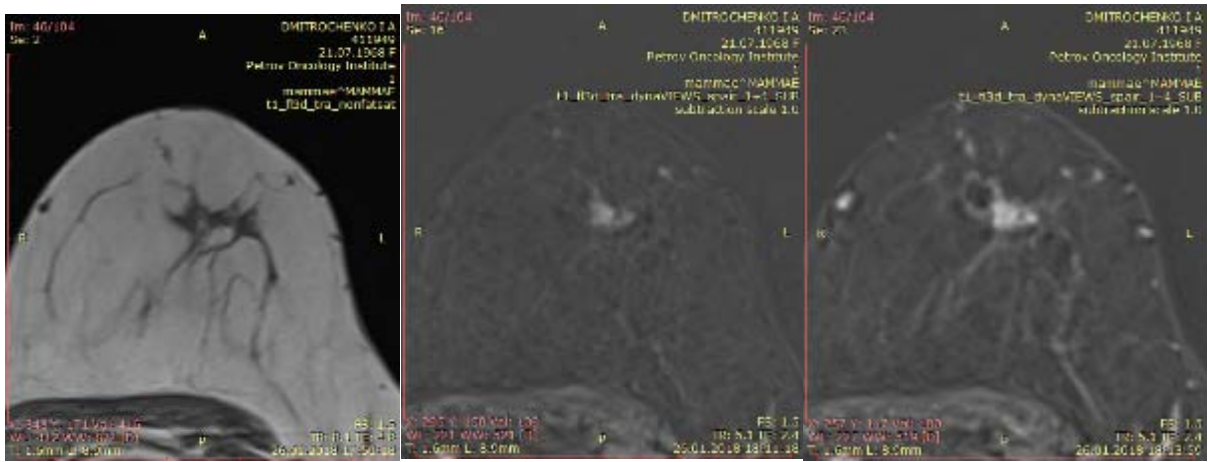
МРТ картина участка локализованного фиброаденоматоза молочной железы. ГЗ: Фрагменты ткани молочной железы со слабой лимфоидной инфильтрацией и фиброзом стромы, эпителием представленных дуктально-лобулярных структур типового строения
